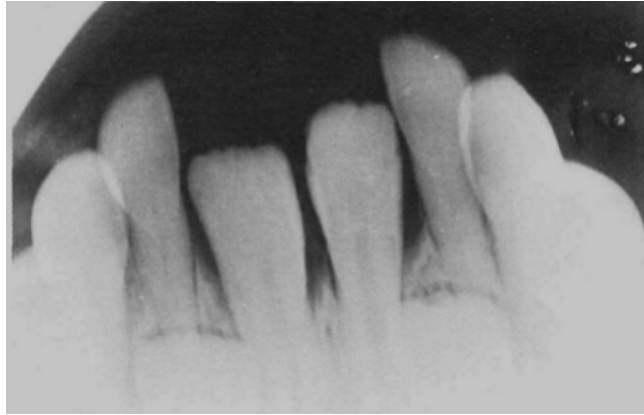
Radiografía de la erupción de los incisivos centrales permanentes posterior a la extracción de los incisivos primarios. ⁶
